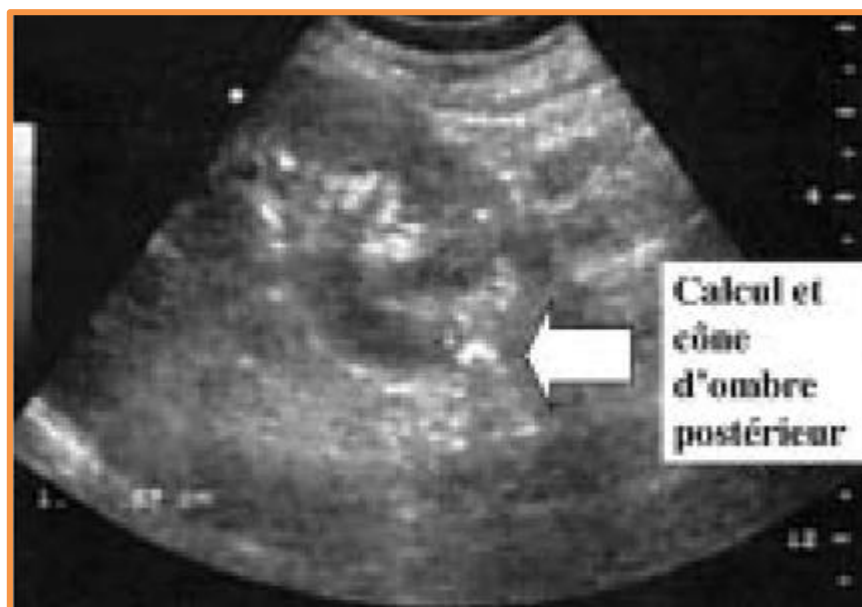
Échographie rénale : dilatation des cavités pyélocalicielles. Calcul enclavé dans la jonction pyélo-urétérale. Cône d'ombre postérieur
